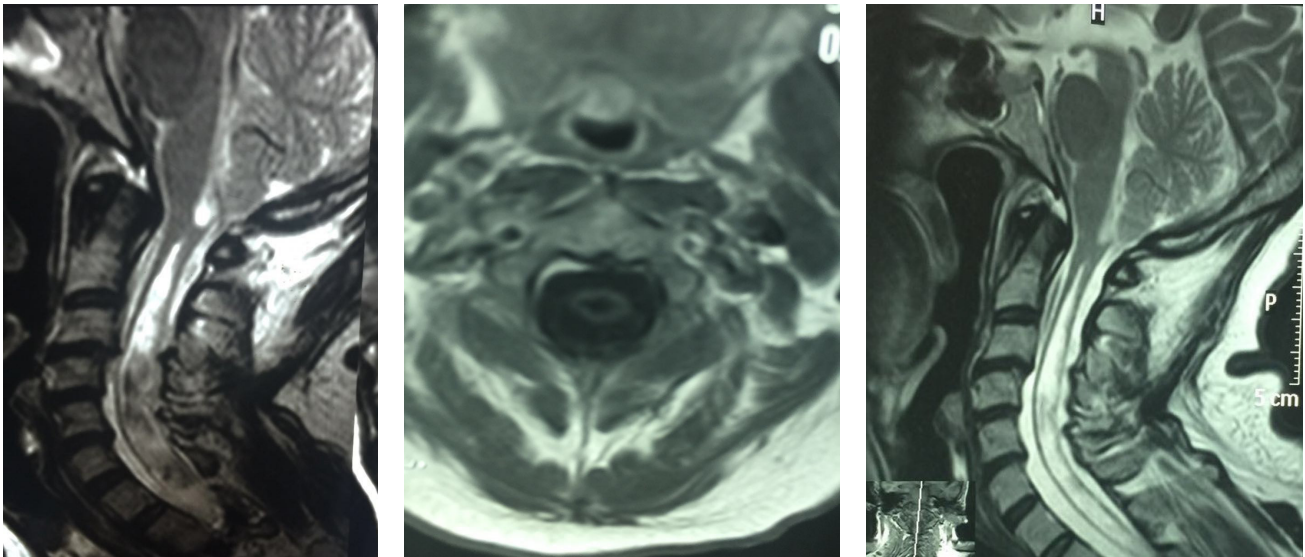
Imágenes de Resonancia Magnética de Cerebro correspondientes a 1998, 2005 y 2010 respectivamente.
